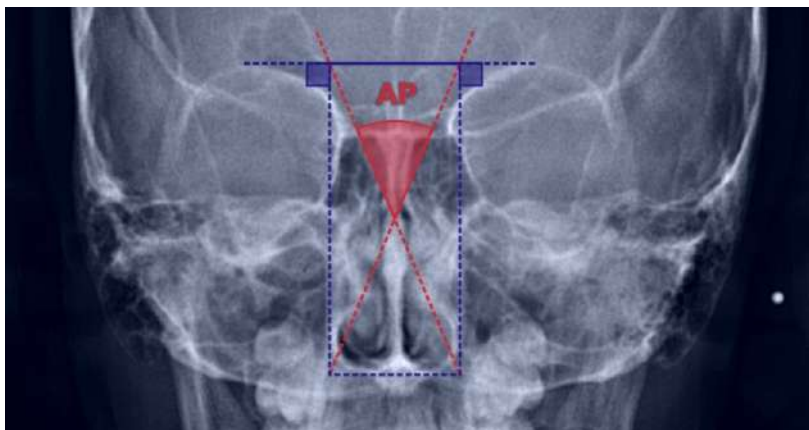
Teleradiografía de frente. Ángulo de la proporción nasal.
